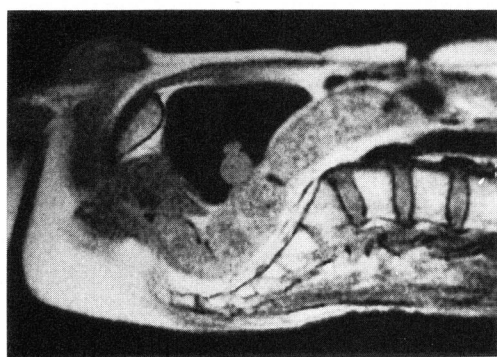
Case 1. MRI showed the tumor in the bladder with no extravesical invasion.
